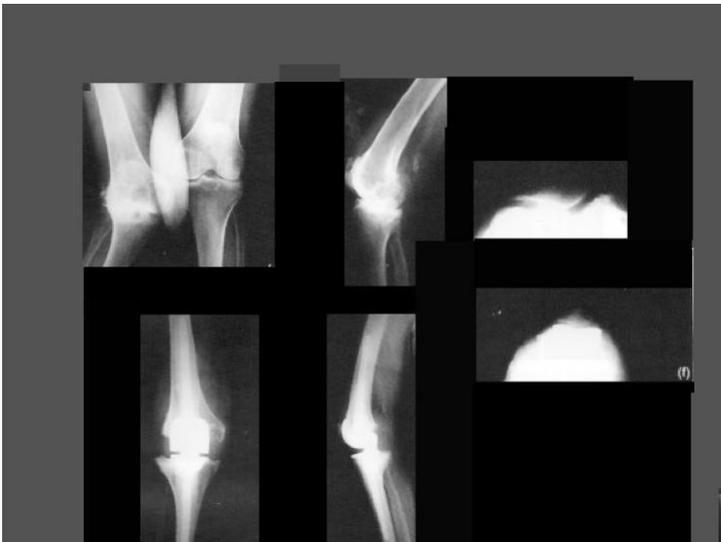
Radiographies d'un genou valgum instable d'un patient de 84 ans traité par GUEPAR I. Reprise précoce de la marche.
